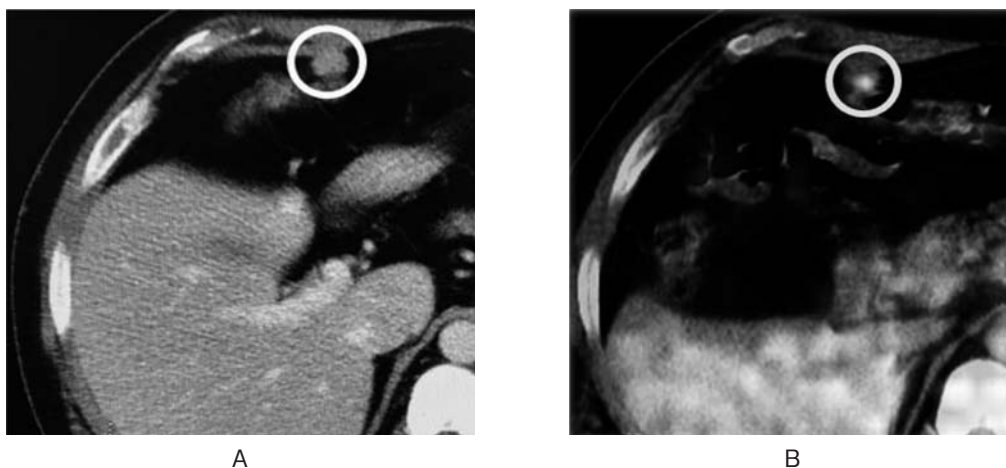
CT (A) and FDG-PET (B) revealed FDG-avid mass located near the right-sided transverse colon.
